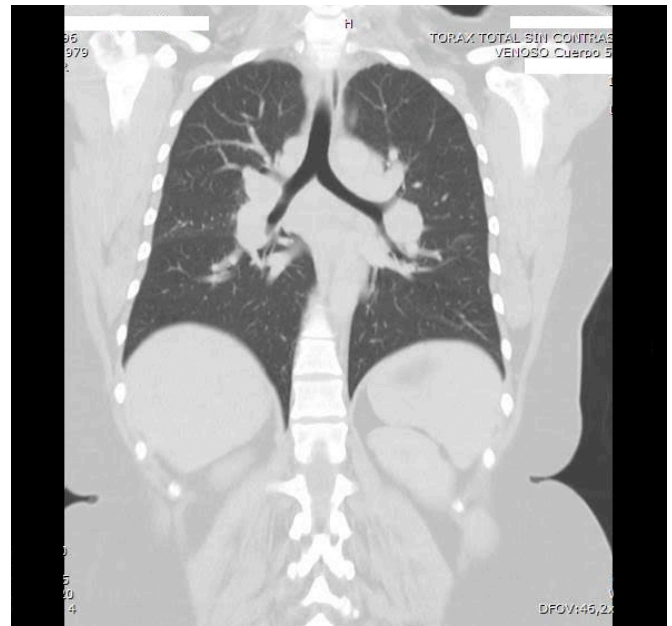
Tomografía computada de tórax sin contraste endovenoso, corte coronal. Se observan linfadenopatías hiliares bilaterales.
